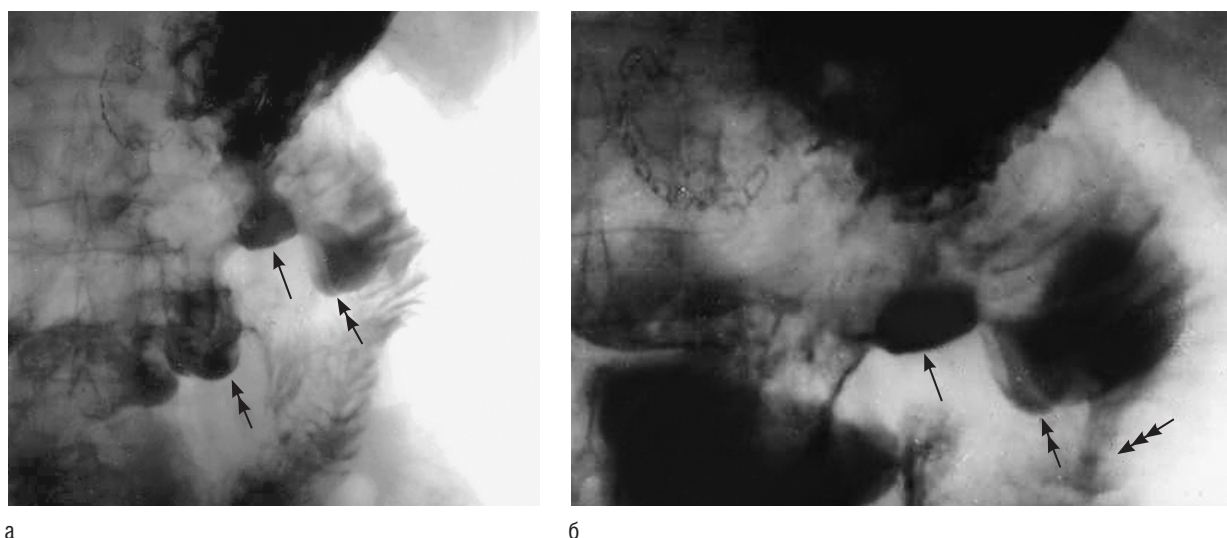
Рентгенограммы той же пациентки через 4 года после ререзекции и ваготомии (*а, б*). Выявляется язвенная ниша 2,5 см в диаметре (одинарные стрелки), расположенная между двумя карманами (двойные стрелки). Сужение тощей кишки дистальнее ниши на протяжении 1,5 см (тройные стрелки)
